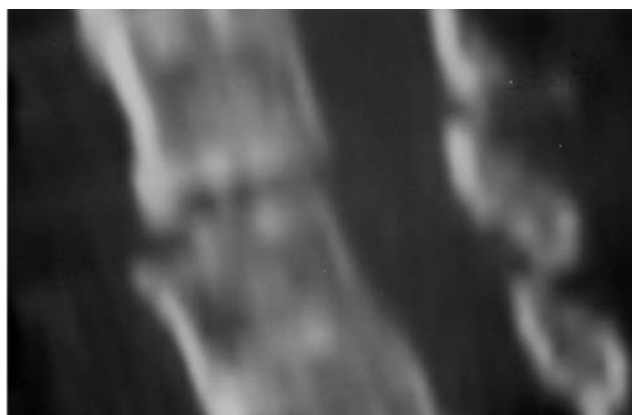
Corte axial de TAC de columna cervical mostrando la fractura de elementos posteriores.
